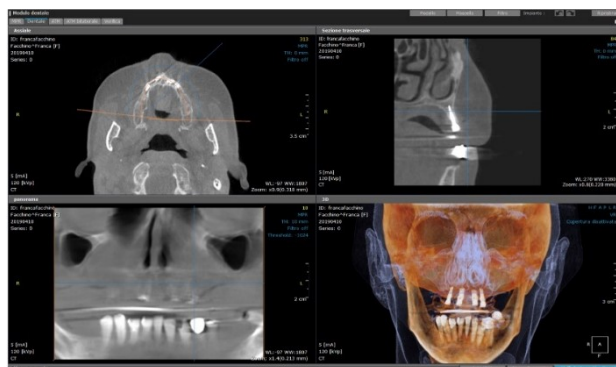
Scansione CBCT relativa all'impianto in posizione 2.5
